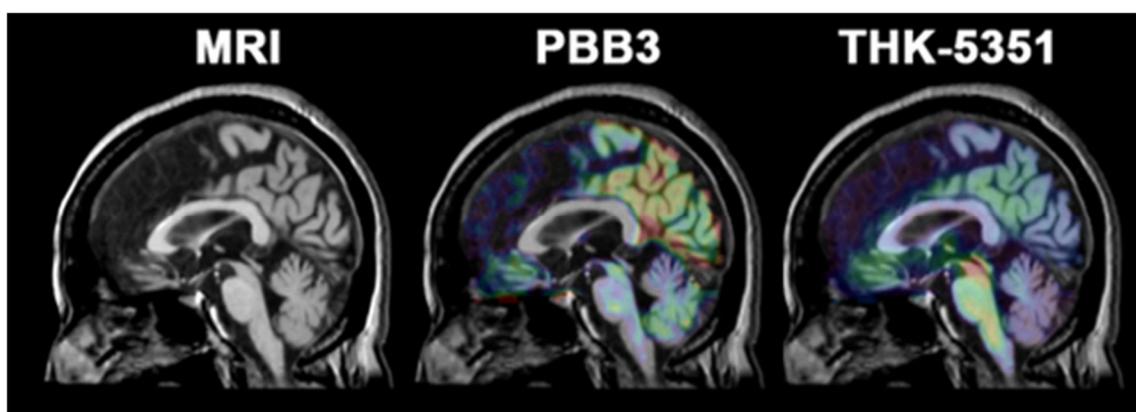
進行性核上性麻痺 (PSP) 典型例 (Richardson type) の PET 所見
